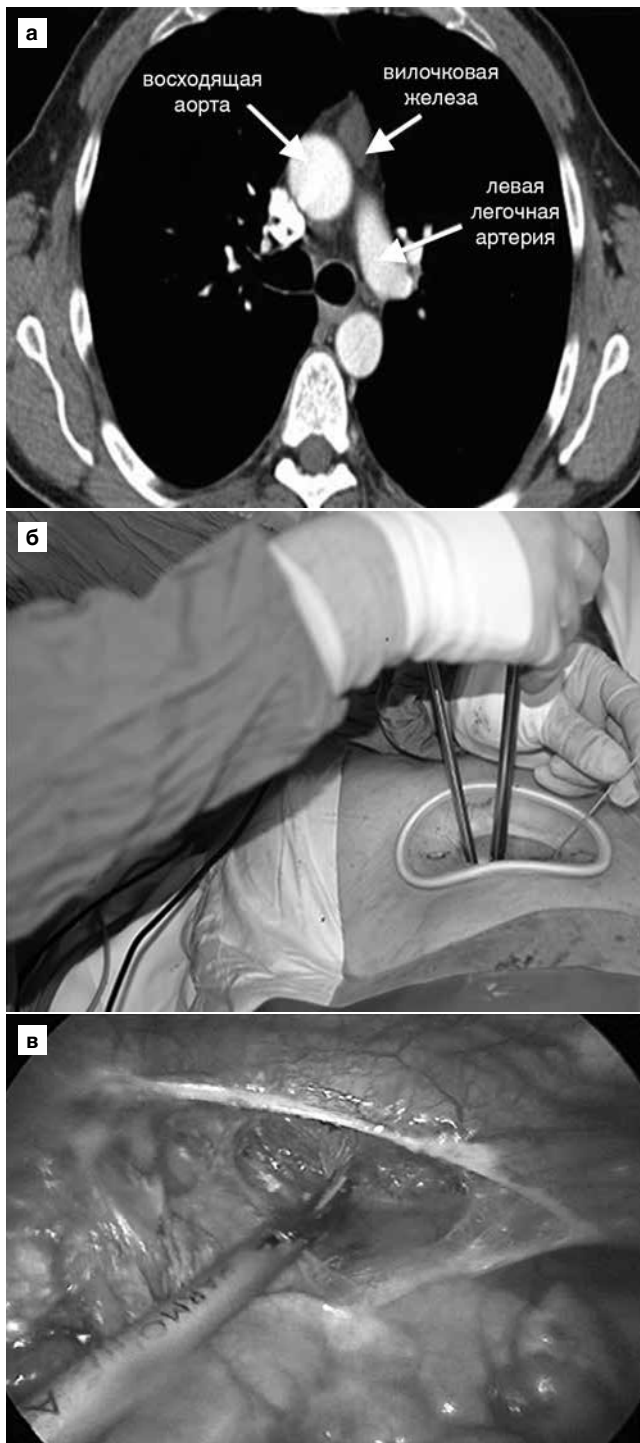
а – КТ пациента. Определяется соотношение гиперплазированной вилочковой железы и крупных сосудов; б – фото операционного поля. Выполнена микроторакотомия; в – эндоскопическая фотография операционного поля. Выделение вилочковой железы из клетчатки средостения
